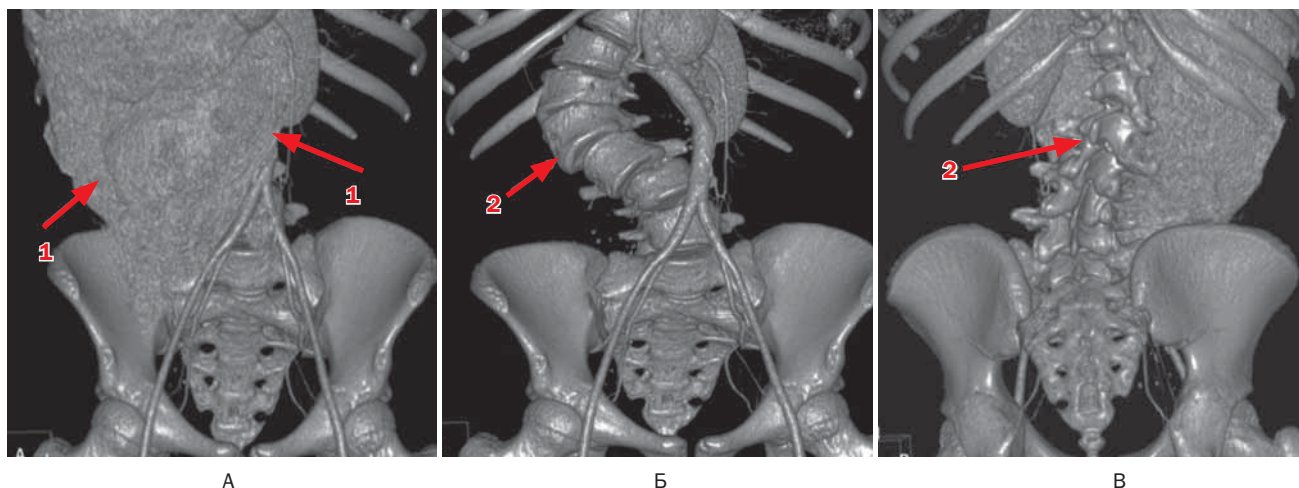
Больная А., 15 лет. Нейробластома забрюшинного пространства справа. МСКТ органов брюшной полости (А), забрюшинного пространства (Б) и малого таза (В) с болюсным контрастированием
